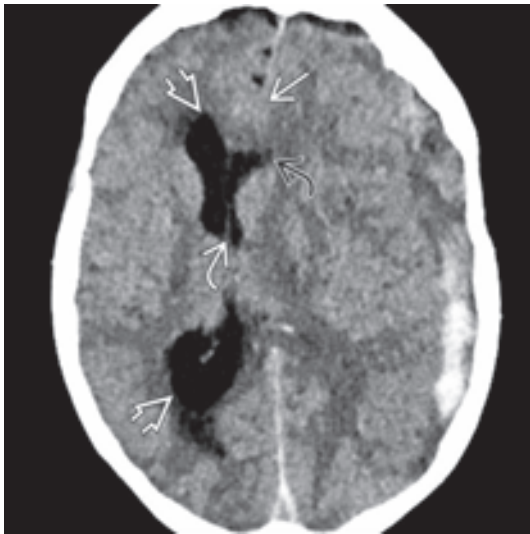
Die Nativ-CT zeigt ein Subduralhämatom (SDH) mit subfalziner Herniation des Gyrus cinguli (offene Pfeile), Kompression des linken Seitenventrikels (gebogener schwarzer Pfeil), Foramen Monroi-Blockade (gebogener weißer Pfeil) und aufgestautem Seitenventrikel (gerader Pfeil).
